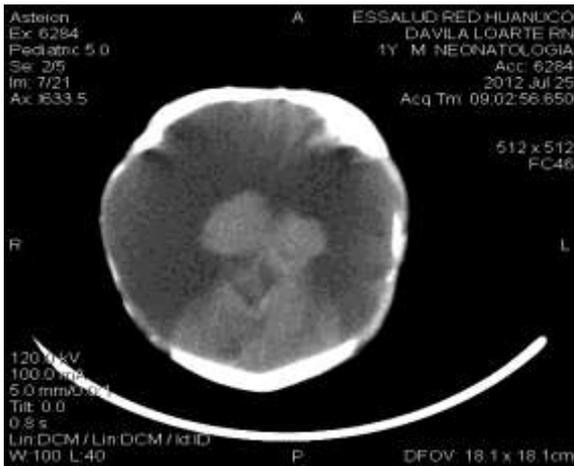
TAC muestra corte a nivel del tálamo, se observa plexos coroideos normales, algunas zonas de corteza occipital y en la región anterior segmento de la hoz del cerebro
